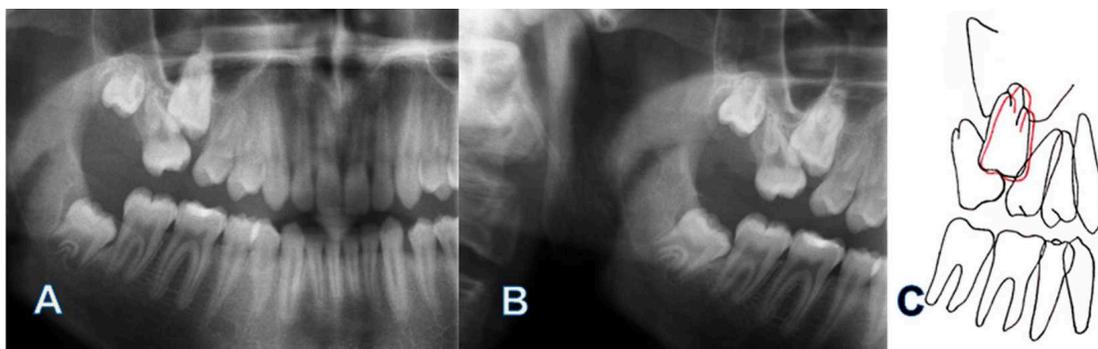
Panoramique prétraitement (A). Panoramique réalisé à 12 mois (B). La superposition des deux radiographies en utilisant le plancher orbitaire comme point de référence indique un développement vertical continu de la PMP (contour rouge) (C) (74).
